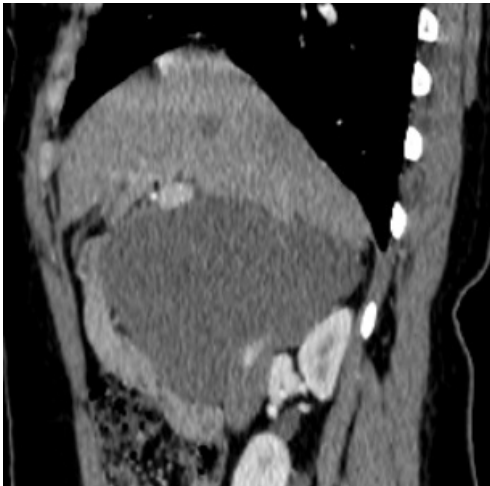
TC de Abdome em fase arterial, no plano sagital, com a formação expansiva posterior à veia cava inferior.
